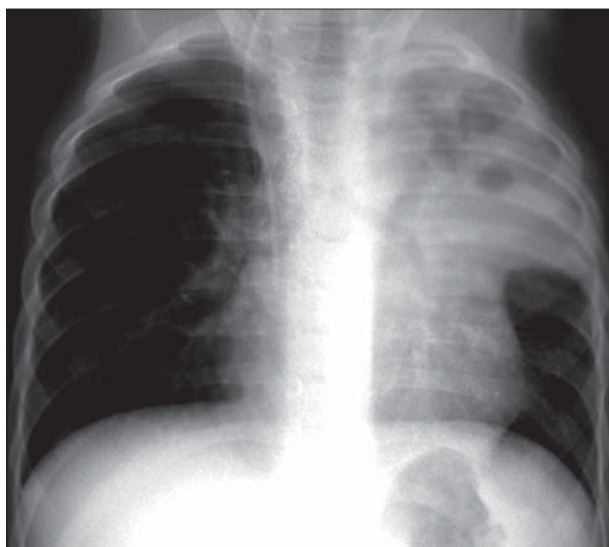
Radiografie toracică PA. Opacitate masivă a lobului superior stâng cu multiple zone transparente, difuz delimitate.
